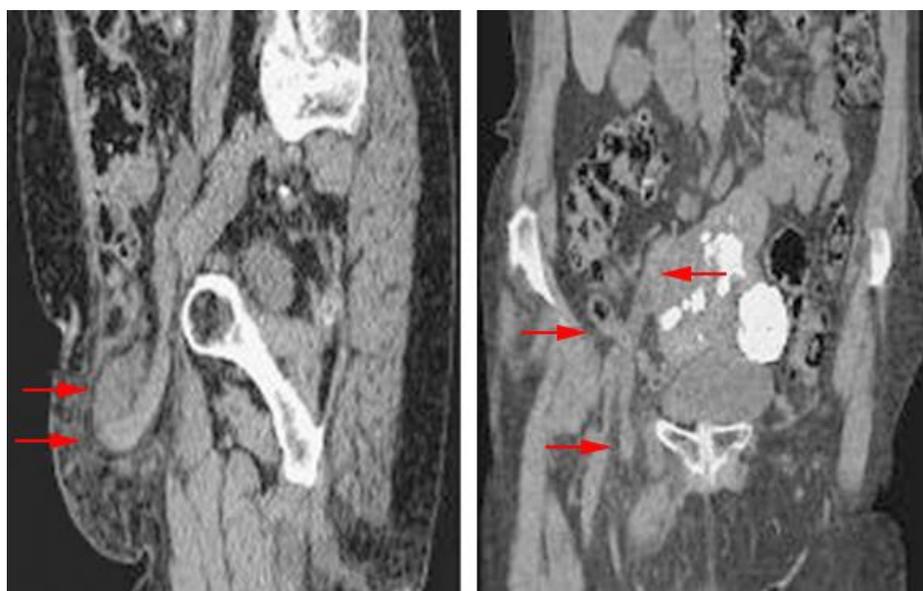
A la izquierda, TAC de abdomen en el que se observa una hernia de Amyand (estructura tubular en saco herniario inguinal). A la derecha, TAC de abdomen en el que se identifica una hernia de *Garegeot* (estructura tubular, que emerge del ciego en saco herniario femoral).
